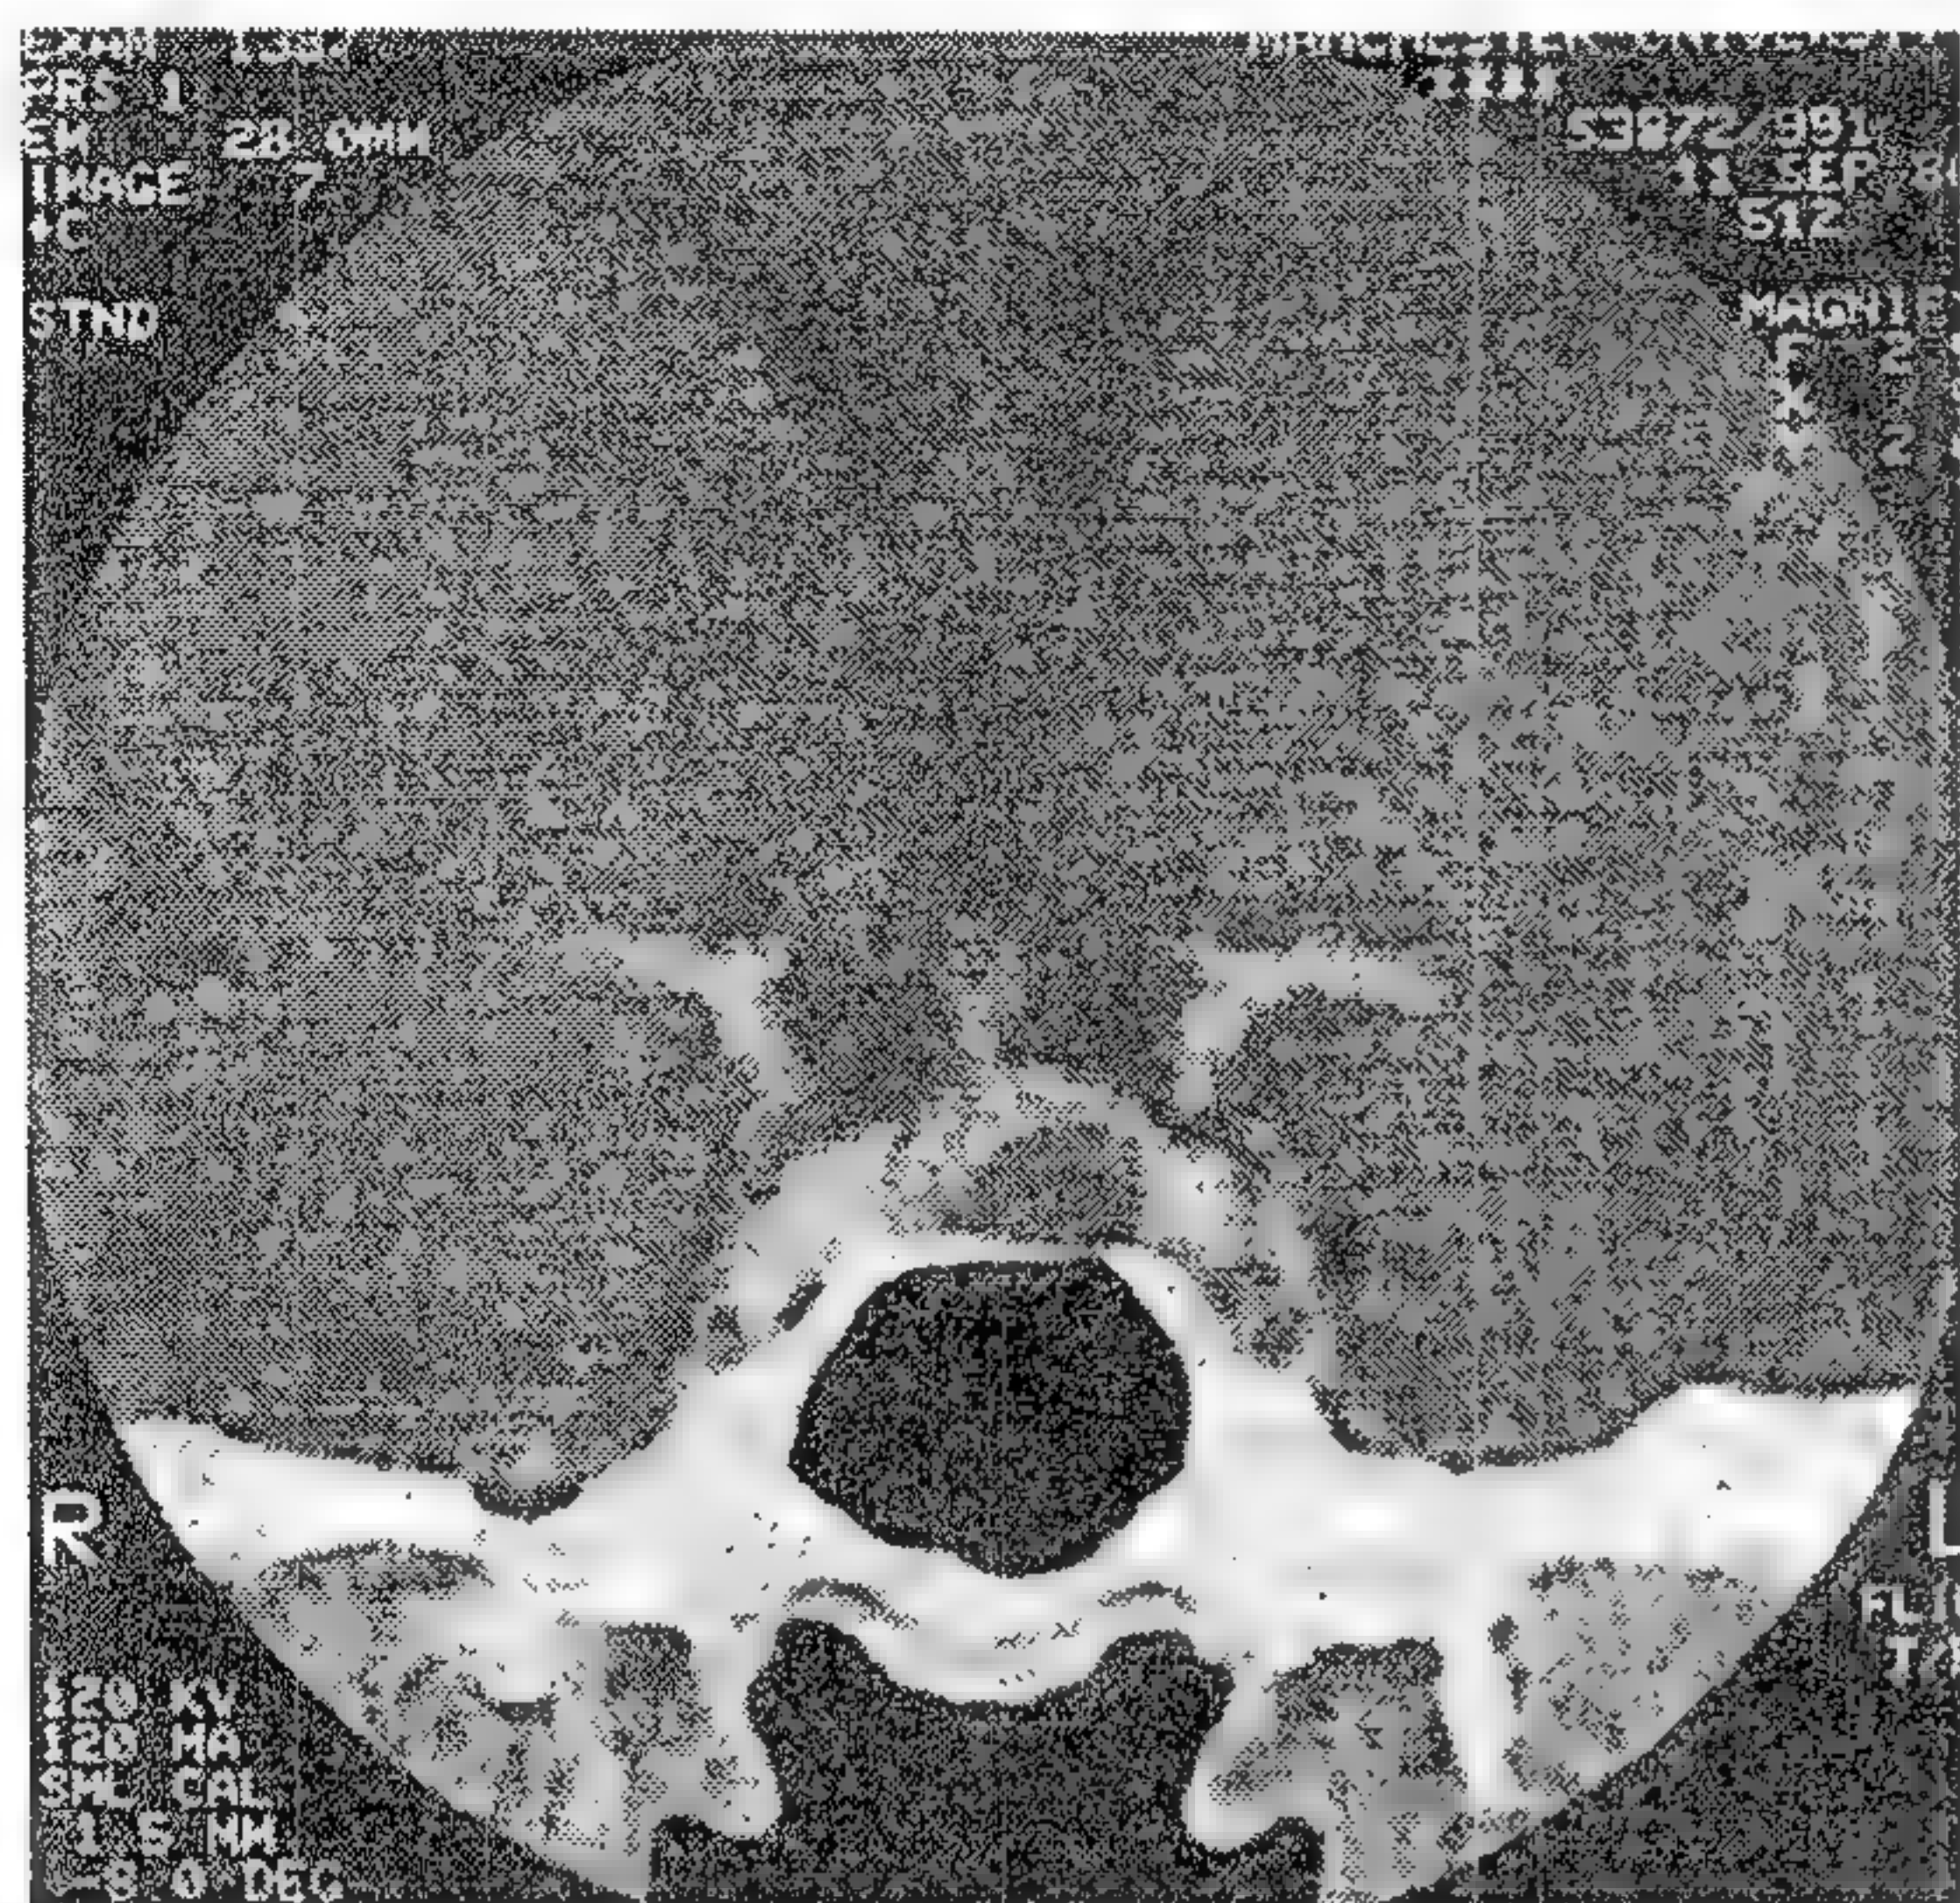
Aspect CT cu creștere a contrastului arătând un microadenom pituitar areactiv înconjurat de țesut pituitar, cu contrast normal.
